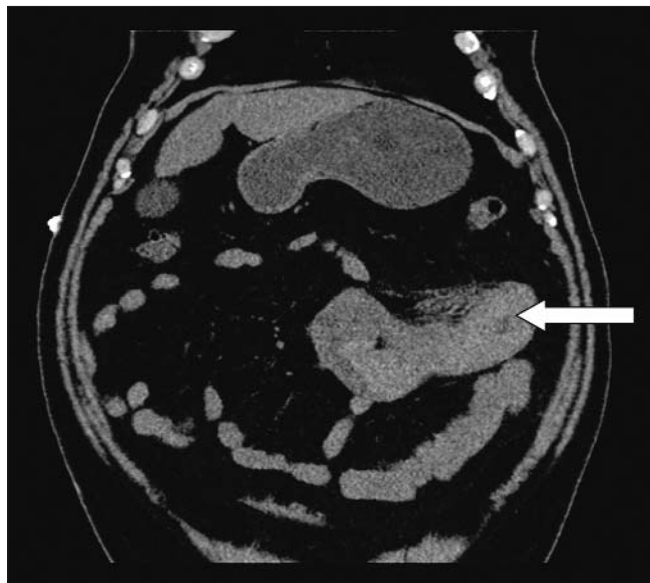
Aspectul CT al ansei (secțiune frontală)
